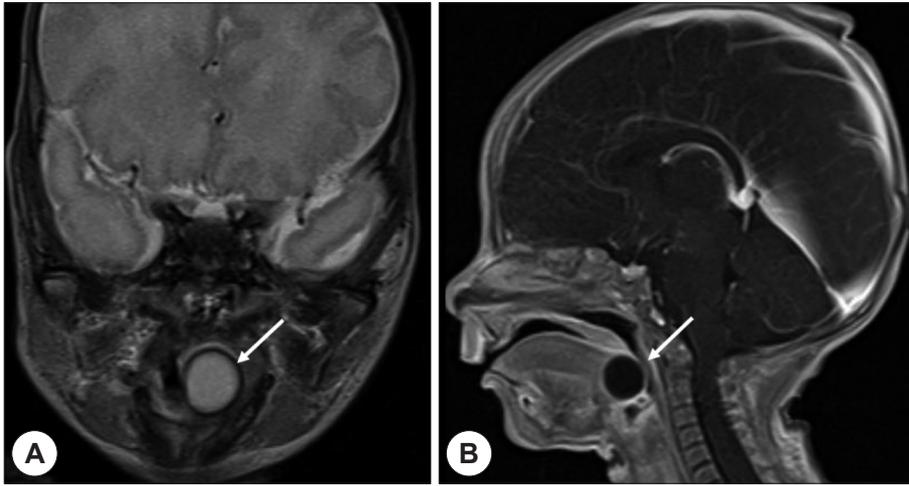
A : The coronal T2 weighted MRI scan shows a well-defined mass lesion (arrow) with high signal intensity at tongue base. B : Contrast enhanced sagittal T1 weighted MRI scan shows no enhancement of mass at vallecula (arrow).
